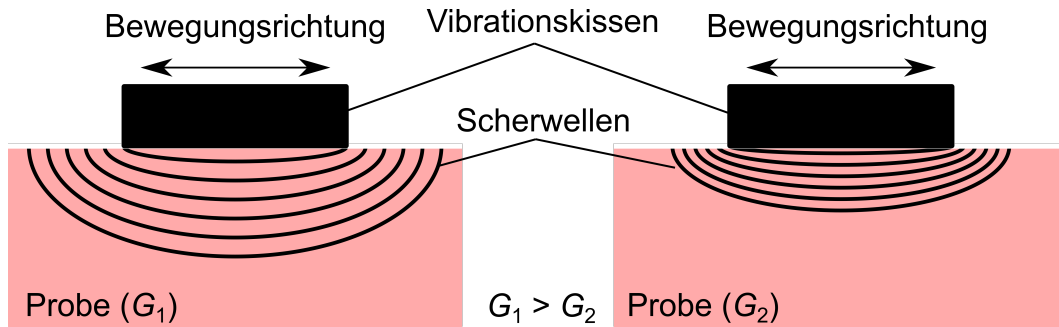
Scherwellenerzeugung und Ausbreitung in zwei Materialien mit unterschiedlichem Schermodul G . Zur Scherwellenerzeugung wird ein Vibrationskissen auf die Probe gelegt, welches sich horizontal bewegt. Bei Materialien mit höherem Schermodul ist die Ausbreitungsgeschwindigkeit der Scherwellen größer als in Materialien mit geringerem Schermodul. Durch die bekannte Frequenz der Scherwellen kann deren Ausbreitungsgeschwindigkeit mit Hilfe der Magnetresonanztomographie oder mit Ultraschall gemessen werden.
